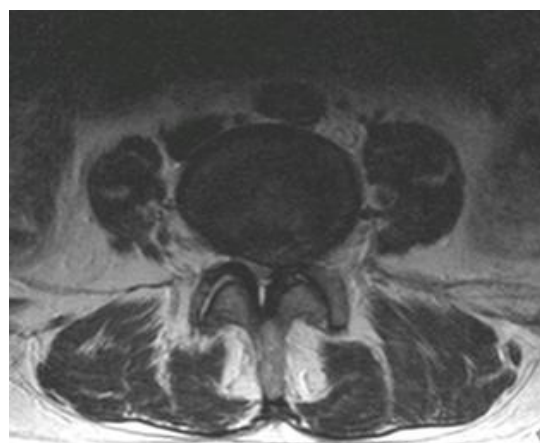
MRT-Aufnahme mit Spinalkanalstenose
